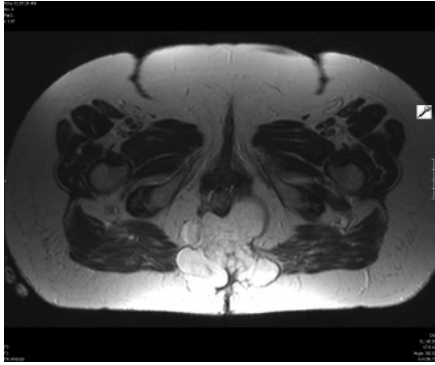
Вид опухоли на МРТ. Аксиальный срез
